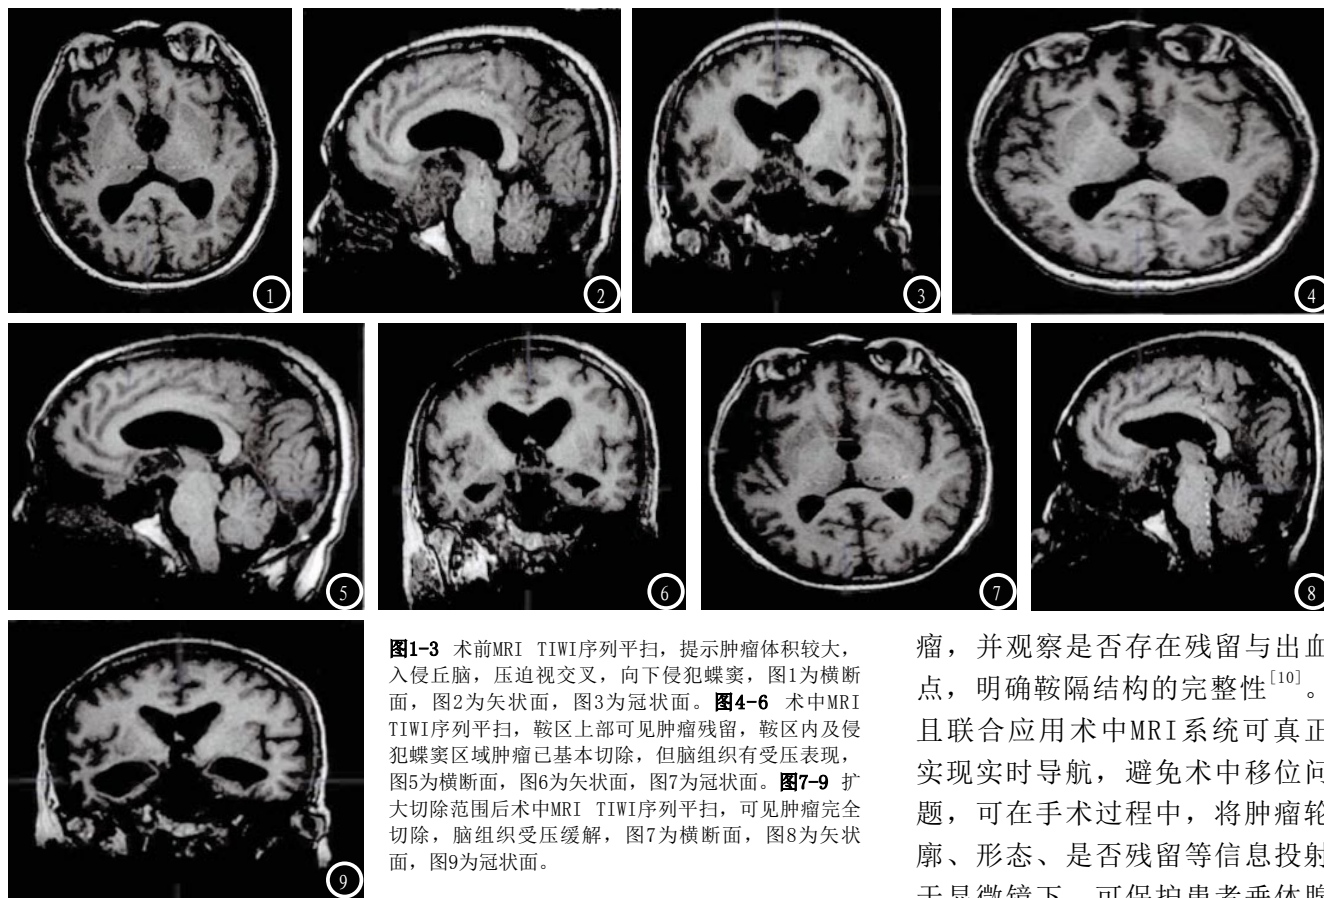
术前MRI T1WI序列平扫,提示肿瘤体积较大,入侵丘脑,压迫视交叉,向下侵犯蝶窦,图1为横断面,图2为矢状面,图3为冠状面。图4-6 术中MRI T1WI序列平扫,鞍区上部可见肿瘤残留,鞍区内及侵犯蝶窦区域肿瘤已基本切除,但脑组织有受压表现,图5为横断面,图6为矢状面,图7为冠状面。图7-9 扩大切除范围后术中MRI T1WI序列平扫,可见肿瘤完全切除,脑组织受压缓解,图7为横断面,图8为矢状面,图9为冠状面。
